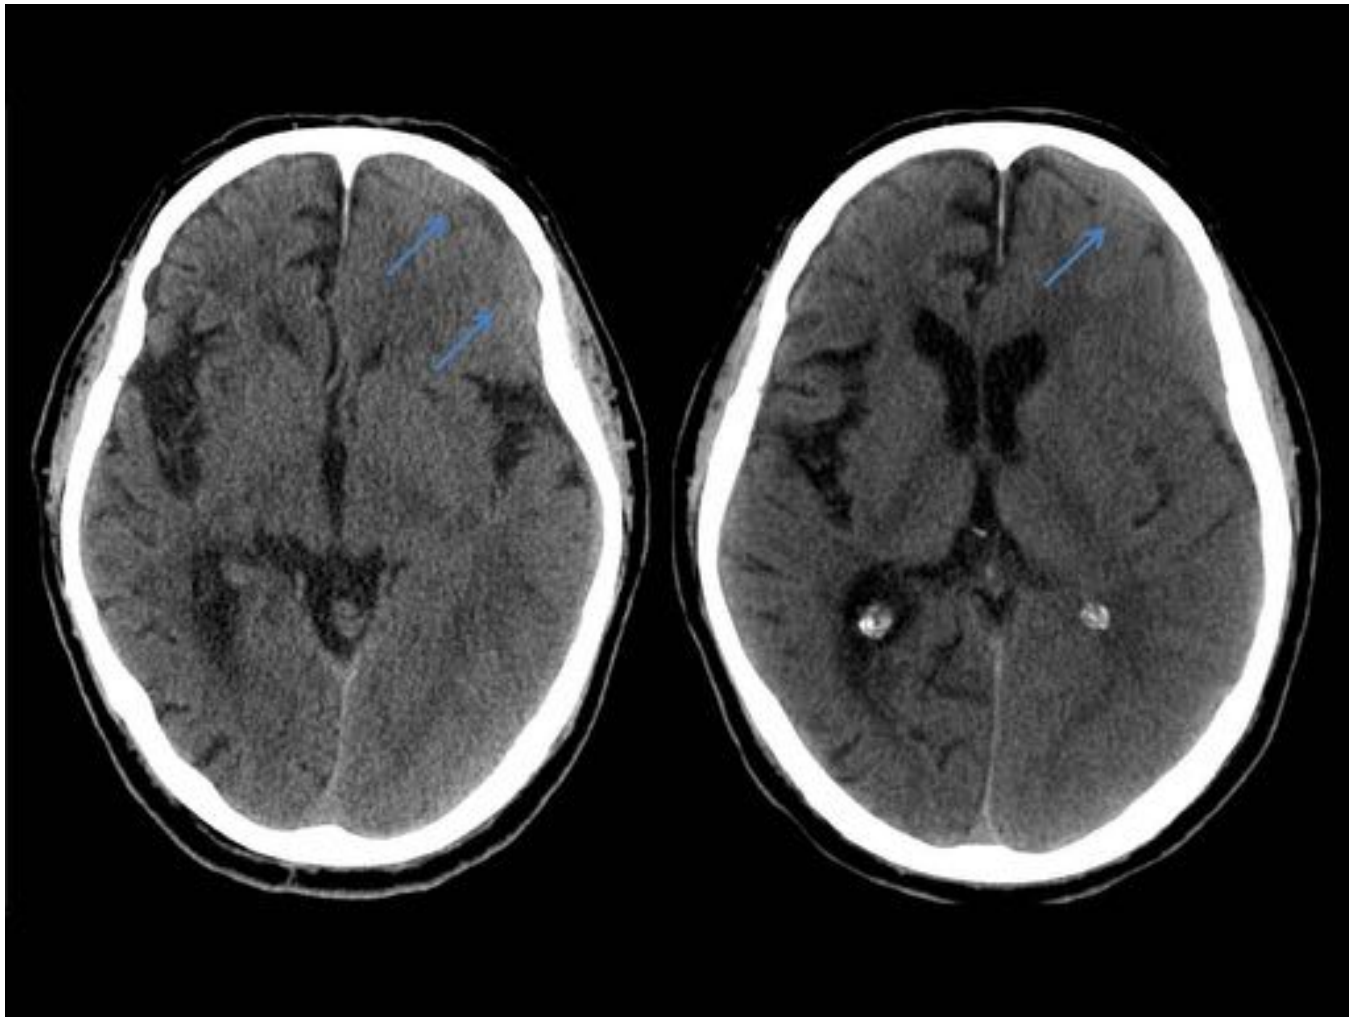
Varón de 81 años que acude por cefalea, después de Traumatismo craneoencefálico. Se realizó TC craneal sin CIV: No se visualizó un hematoma subdural frontotemporal izquierdo de carácter subagudo (flechas).
